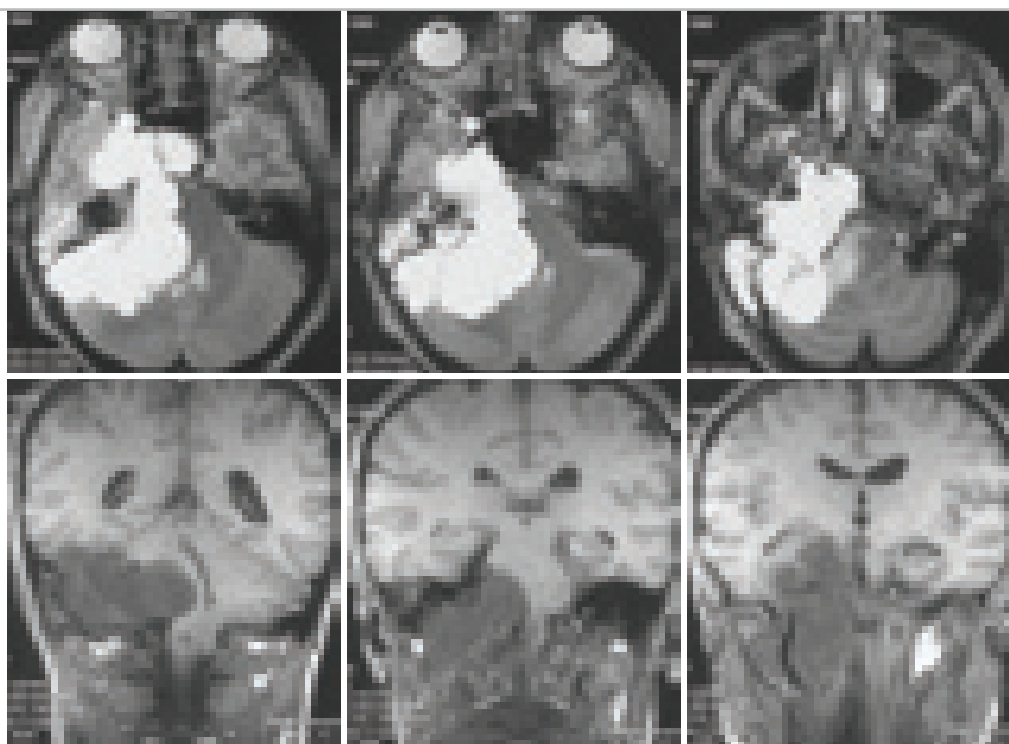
МРТ в аксиальной (T2-режим) и фронтальной (T1-режим) проекции. Гигантская хордома основания черепа. Локализуется в селлярной, параселлярной области, в латеральных отделах ската и распространяется по задней поверхности пирамиды височной кости. Опухоль вызывает выраженную компрессию ствола мозга. Консистенция хордомы – мягкая, желеобразная. В пирамиде правой височной кости признаки воспаления.
